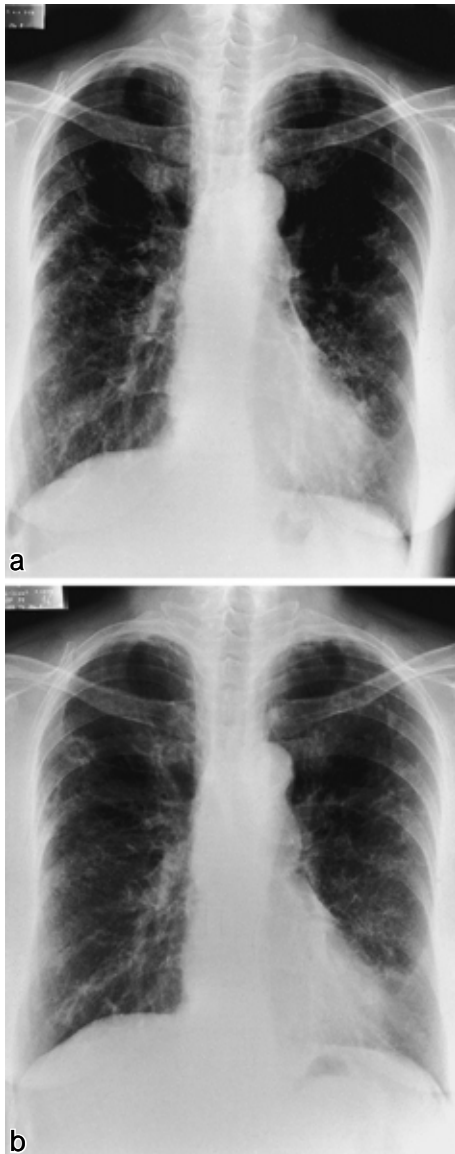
Chest X-ray films from the patient, (a) showing diffuse linear and reticulonodular shadows in both lungs, especially in the middle and lower lung fields (September 1985) and (b) a cavitory lesion in the right upper lobe (November 1987)
